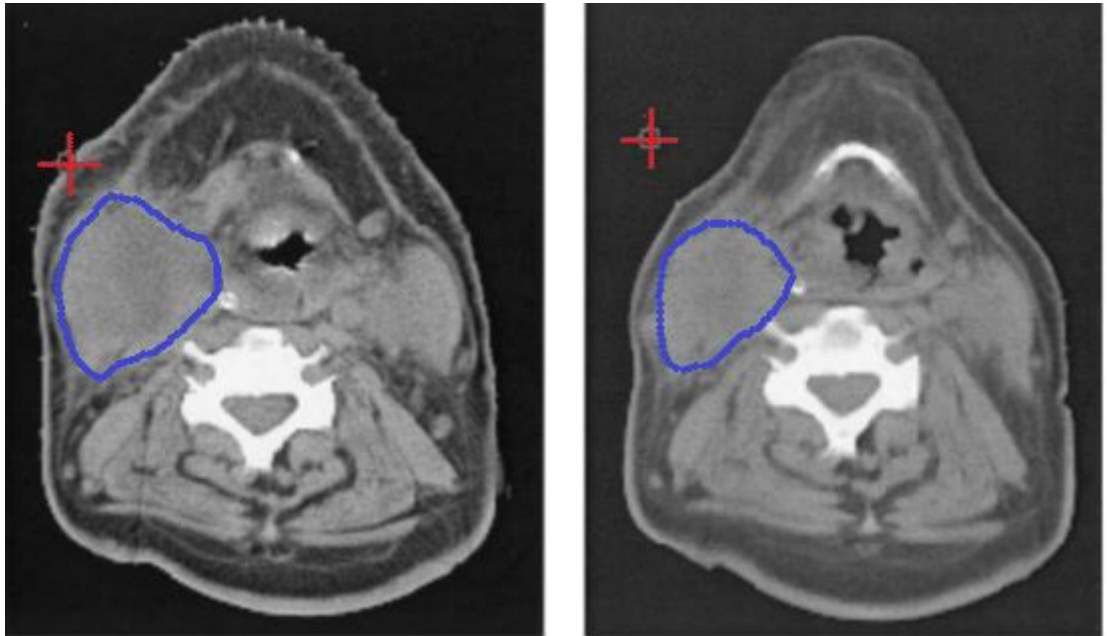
7 nolu hastanın CBCT Sistemi ile alınmış baş-boyun tedavi bölgesi için hacimsel görüntüsünden yapılan eşleştirme işlemi sonucu.
